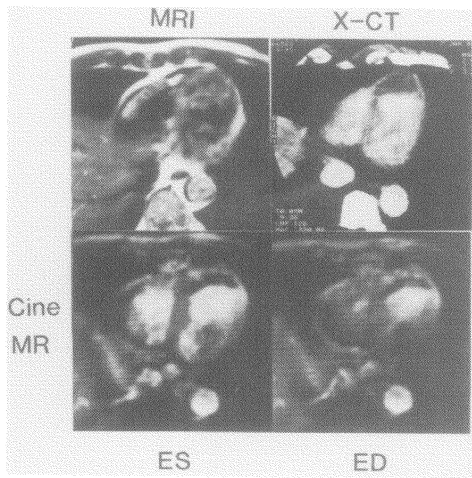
左室壁に血栓症例における心電図同期 SE および cine MR 法。心電図同期 SE 法では心尖部を中心に壁厚のひ薄化と血流信号を認める。一方、シネ MR では X 線 CT と同様に心尖部において akinesis と、壁在血栓による低信号領域を認める。
